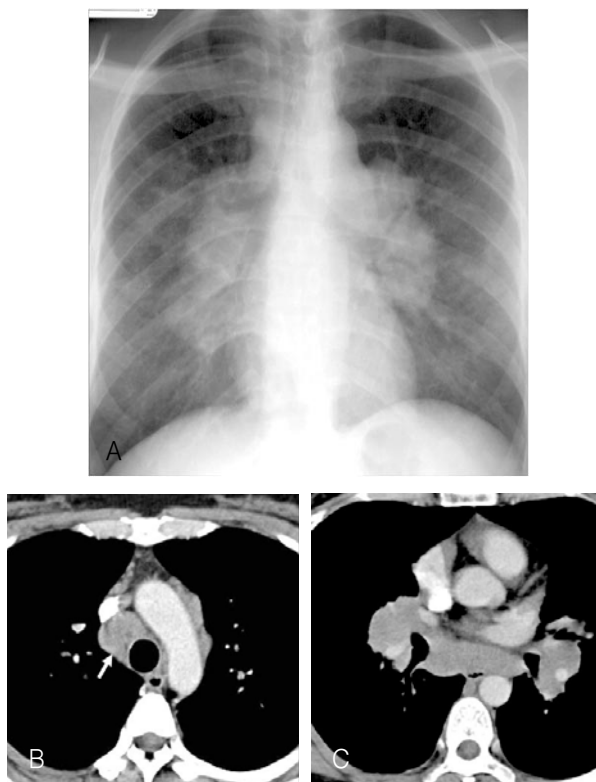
Sarcoidosis. The chest radiography (A) and CT (B and C) show homogenously enhancing lymph nodes in the right paratracheal (arrow on B), subcarinal, and both hilar areas (C).
